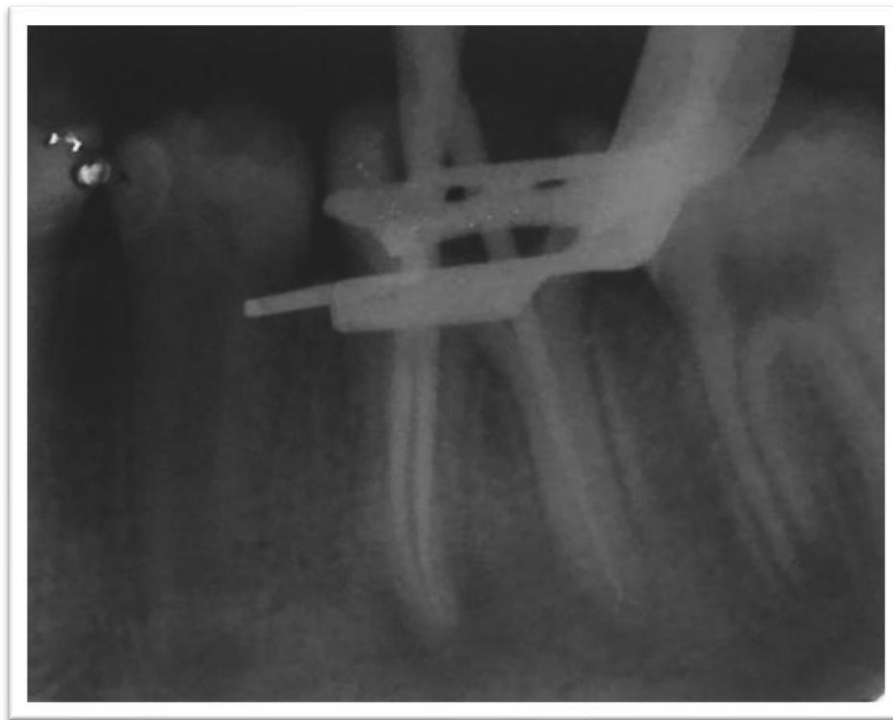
radiografia de conometria
